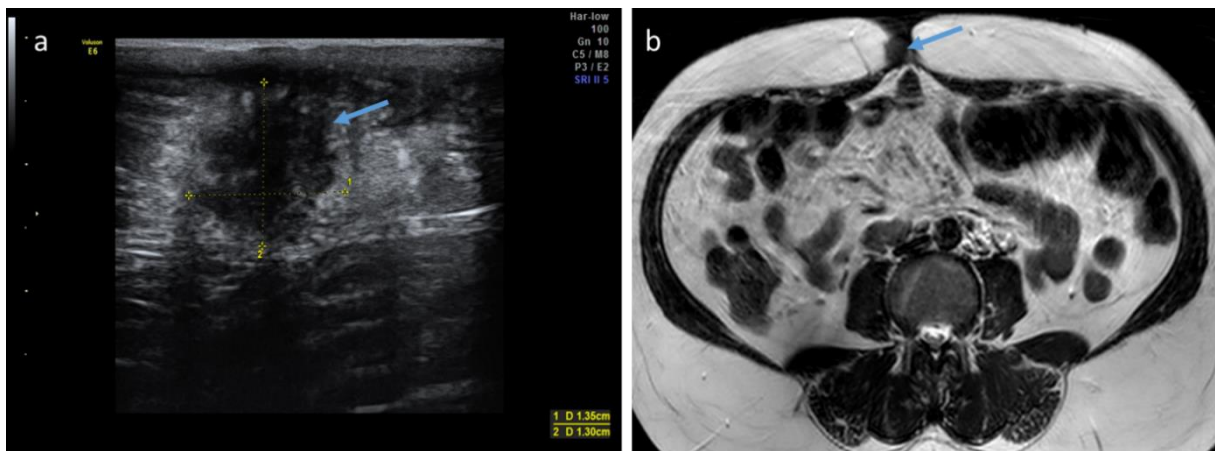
Echographie des parties molles ombilicales en coupe transversale (a) objectivant une lésion sous cutanée hypoechogène, finement hétérogène, de contours irréguliers chez une patiente suivie pour une endométriose. Une atteinte pariétale a été suspectée. IRM pelvienne en coupe axiale T2 (b) confirmant l'implant pariétal endometriose.
